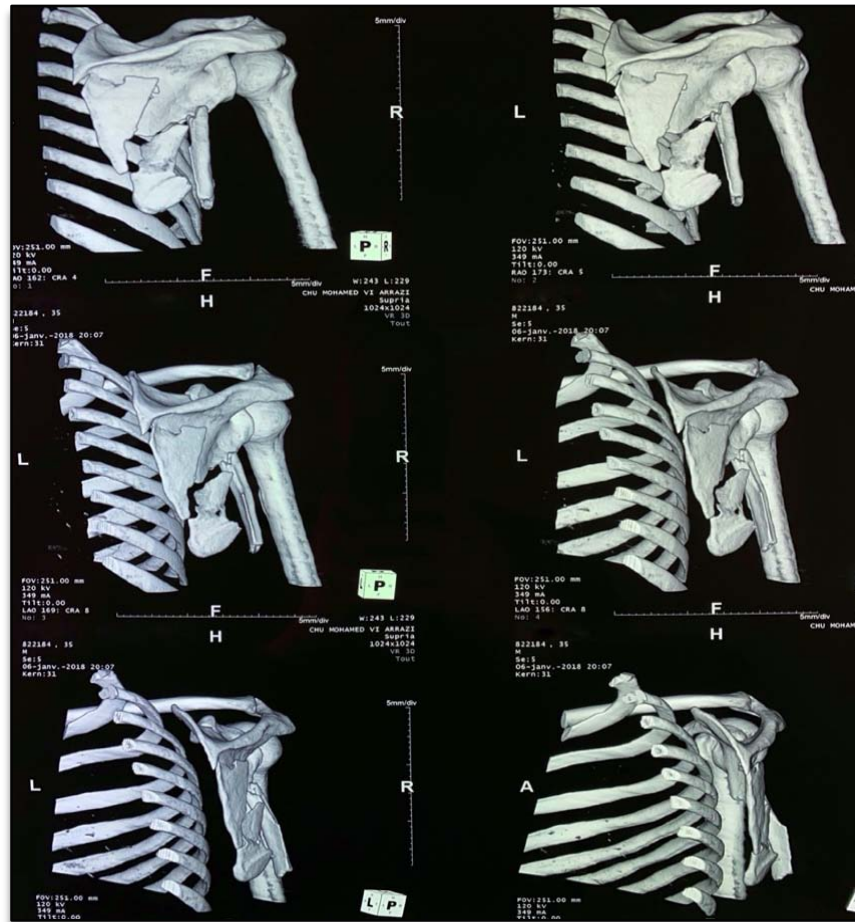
TDM de l'épaule à reconstruction 3D : Fracture de la scapula
